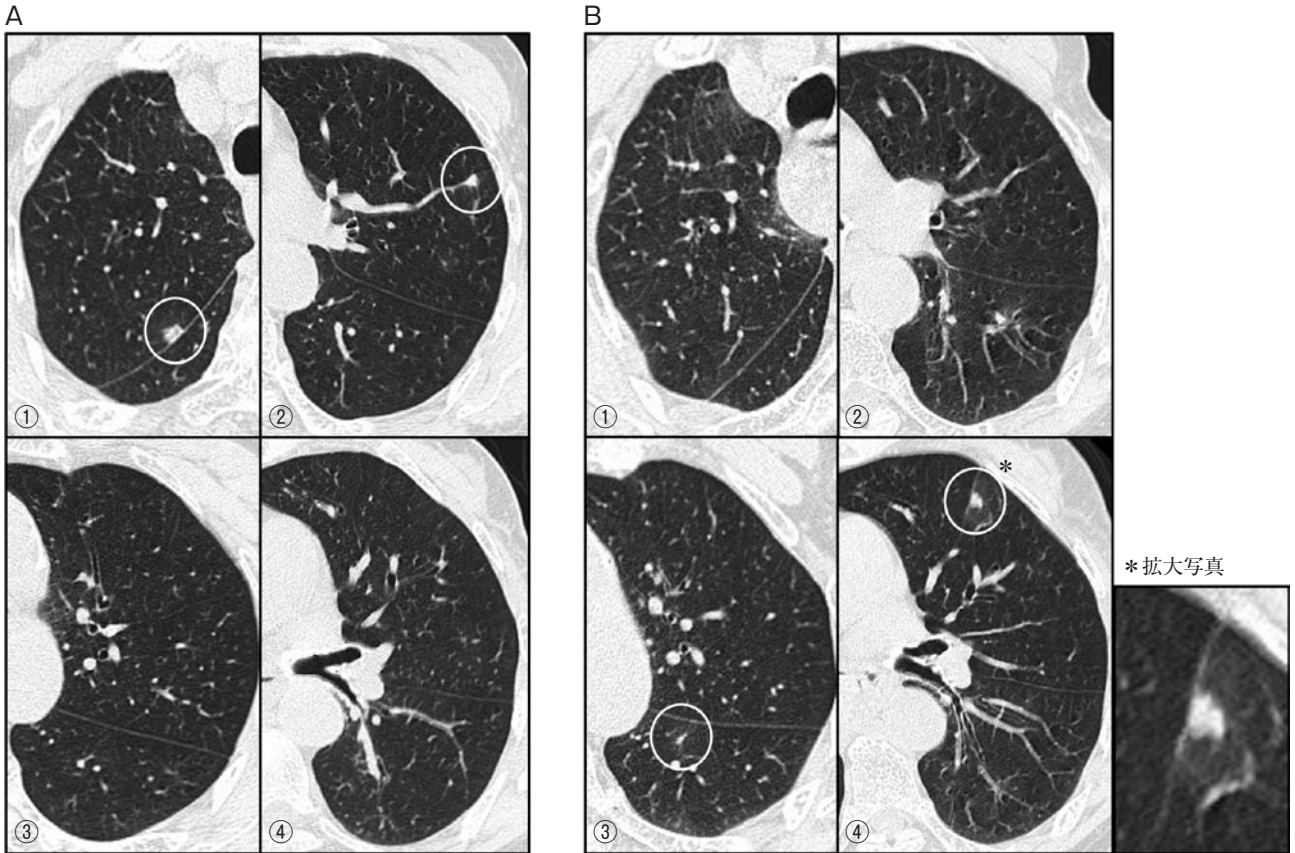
症例1の胸腹部単純CT. (A) 20XX年3月時点で右肺S² (A-①) および左肺S¹⁺² (A-②) に観察された小結節影 (白丸内) は, (B) 同年4月には消失し (B-①, ②), 左肺S⁶ (B-③) および左肺S⁵ (B-④) に新たな小結節影を観察した (白丸内). 特に左肺S⁵の結節影周囲には淡いすりガラス影が観察された (*).
